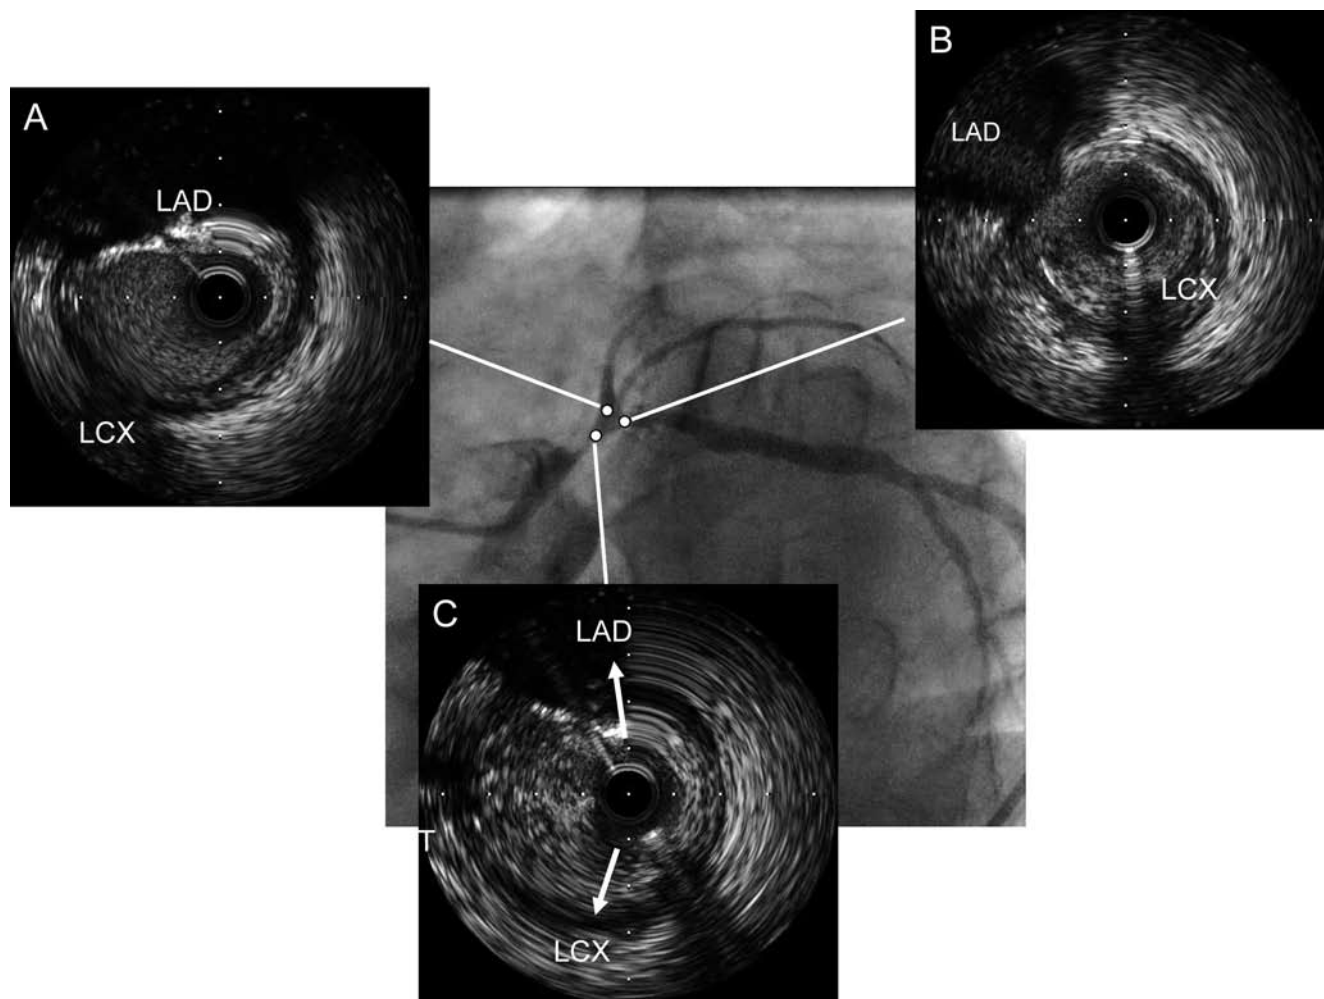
左主幹部分岐部近傍の血管内超音波(IVUS)所見
